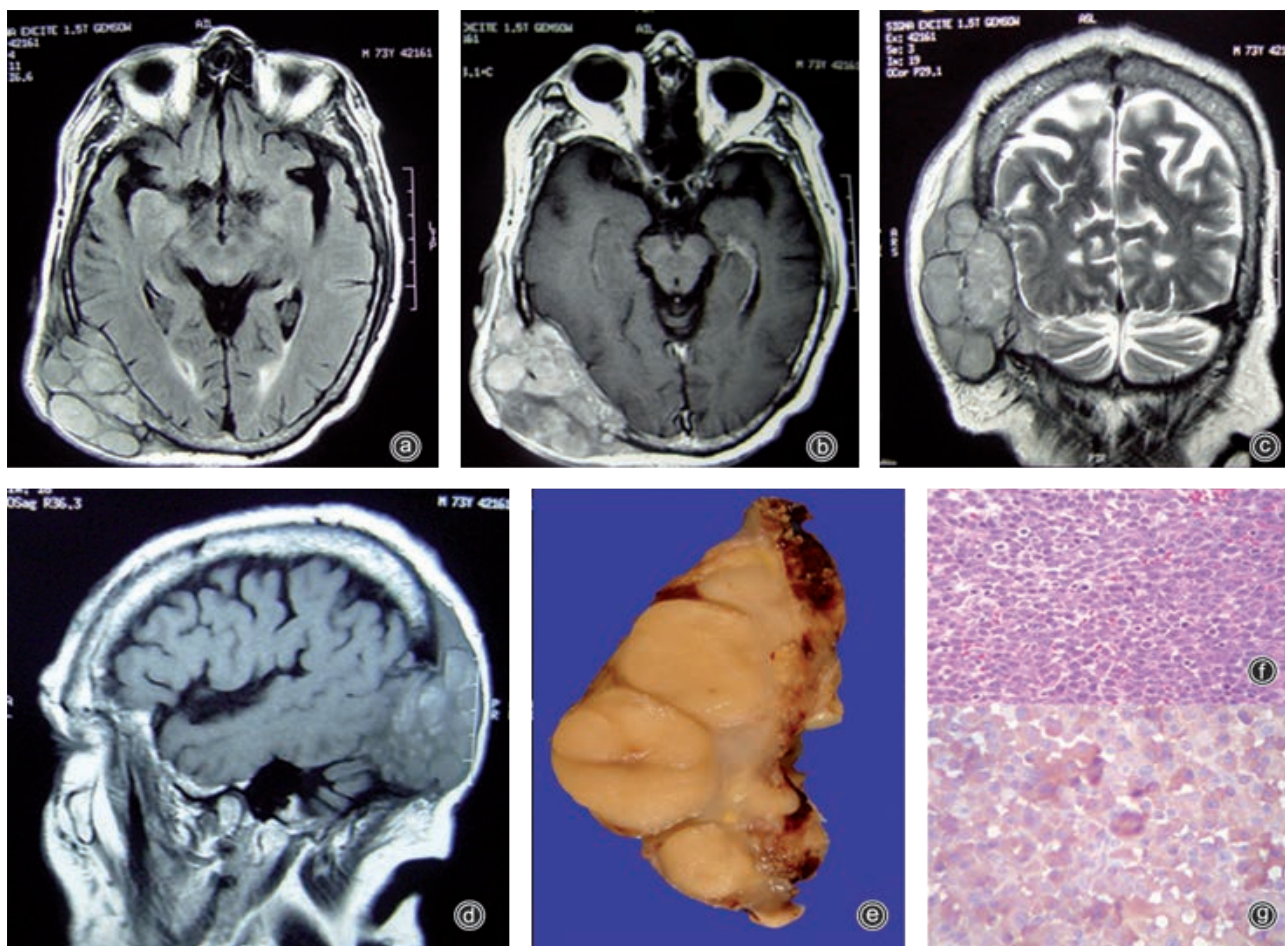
a, b) cortes axiales, c) coronal y d) sagital de resonancia magnética donde se observa la neoplasia parietooccipital derecha que destruye el hueso, infiltra los tejidos blandos y comprime el parénquima cerebral. e) Macroscópicamente es de aspecto nodular café amarillento. f) Plasmocitoma que expresaba cadenas ligeras kappa. g) Tinción de hematoxilina/eosina e inmunorreacción para cadenas ligeras kappa.
